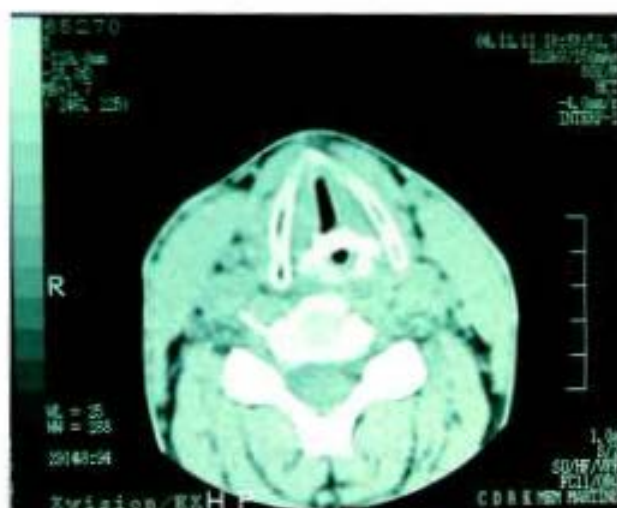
TC CERVICAL (2 MESES PÓS-OPERATÓRIO) - PONTE ÓSSEA UNINDO AS DUAS CARTILAGENS ARITENOIDEIAS
